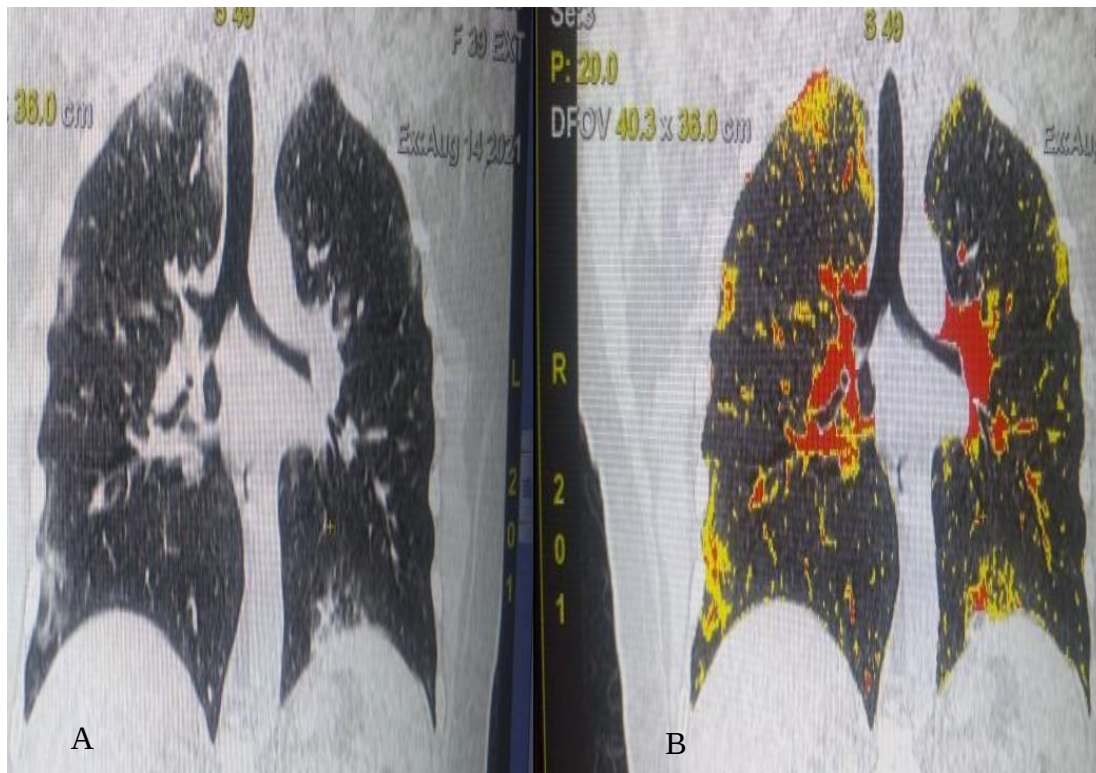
Reconstruction coronale de TDM du thorax présentant des opacités en verre dépoli (A) avec application du logiciel VCAR thoracique (B)
